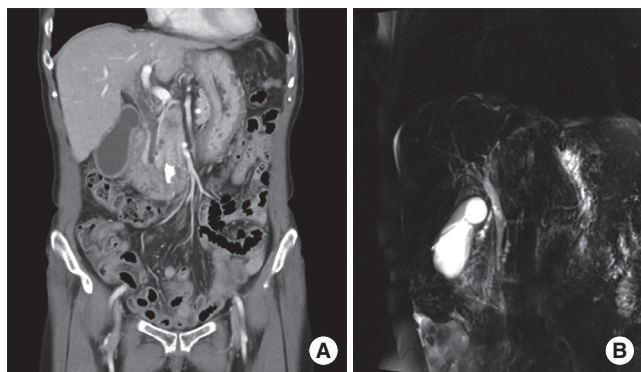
Abdominal computed tomography (A) and magnetic resonance cholangiopancreatography (B) show mild distension and wall thickening of gall bladder (GB) and mild dilatation of common bile duct (CBD), which is compatible with acute cholecystitis. There are not GB or CBD stones.
